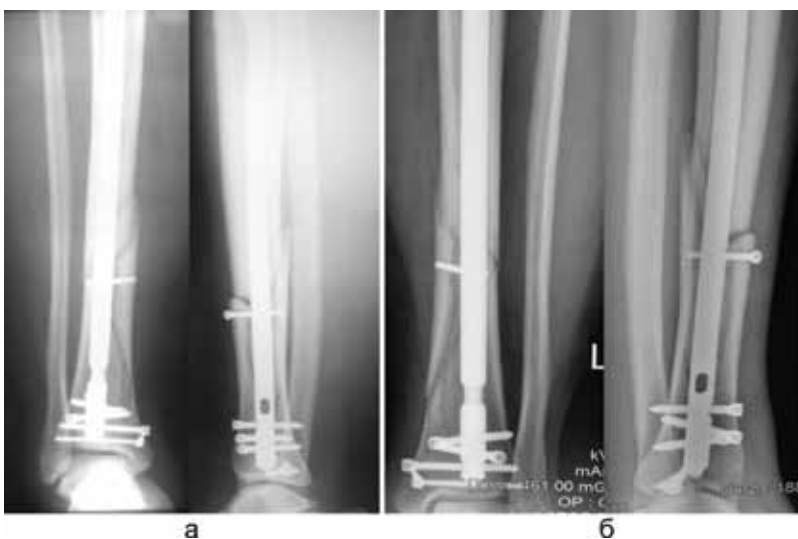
Рентгенограммы левой голени больной С., 43 года, в прямой и боковой проекциях: а) после операции ИМО: положение отломков удовлетворительное, смещение по длине, ширине и под углом устранены; б – в сроке 3 месяца после травмы: признаки консолидации перелома в области дистального метафиза левой большеберцовой кости, линия перелома в области диафиза хорошо визуализируется
